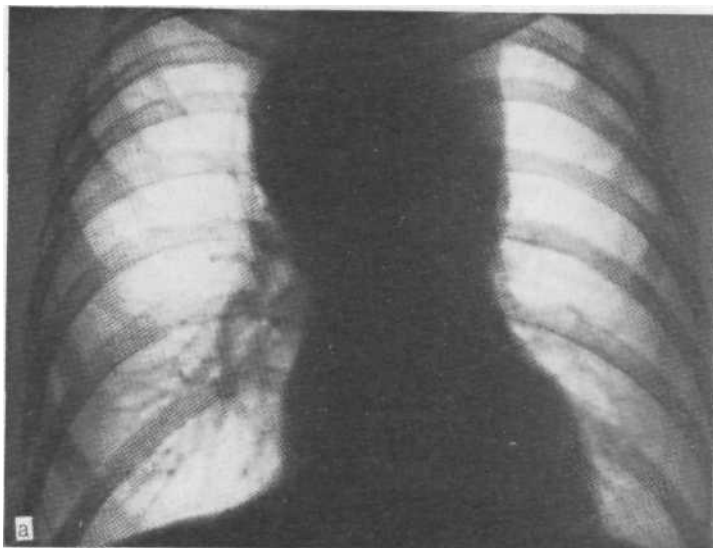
Обзорная рентгенограмма (а) и томограмма в боковой проекции (б). Типичная рентгенологическая картина поражения медиастинальных лимфатических узлов. Двусторонние изменения, симптомы «трубы» и «кули». Контуры конгломератов лимфатических узлов довольно четкие. Биопсия.
